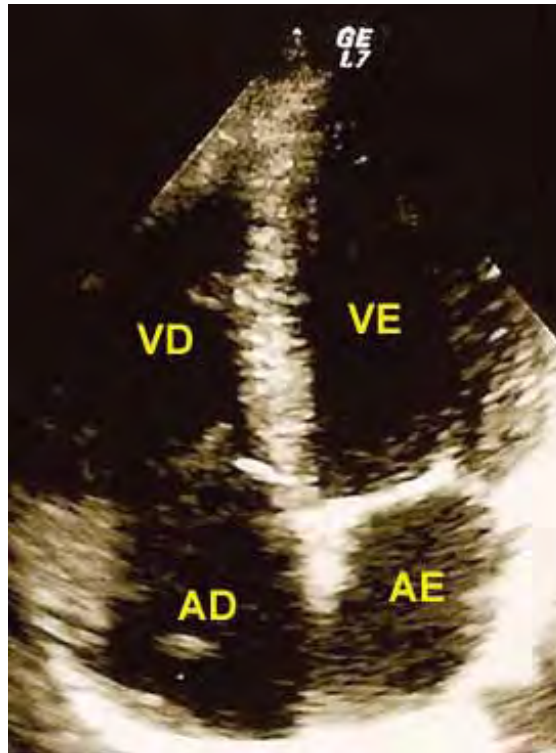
Corte apical de quatro câmaras de um ecocardiograma bidimensional
